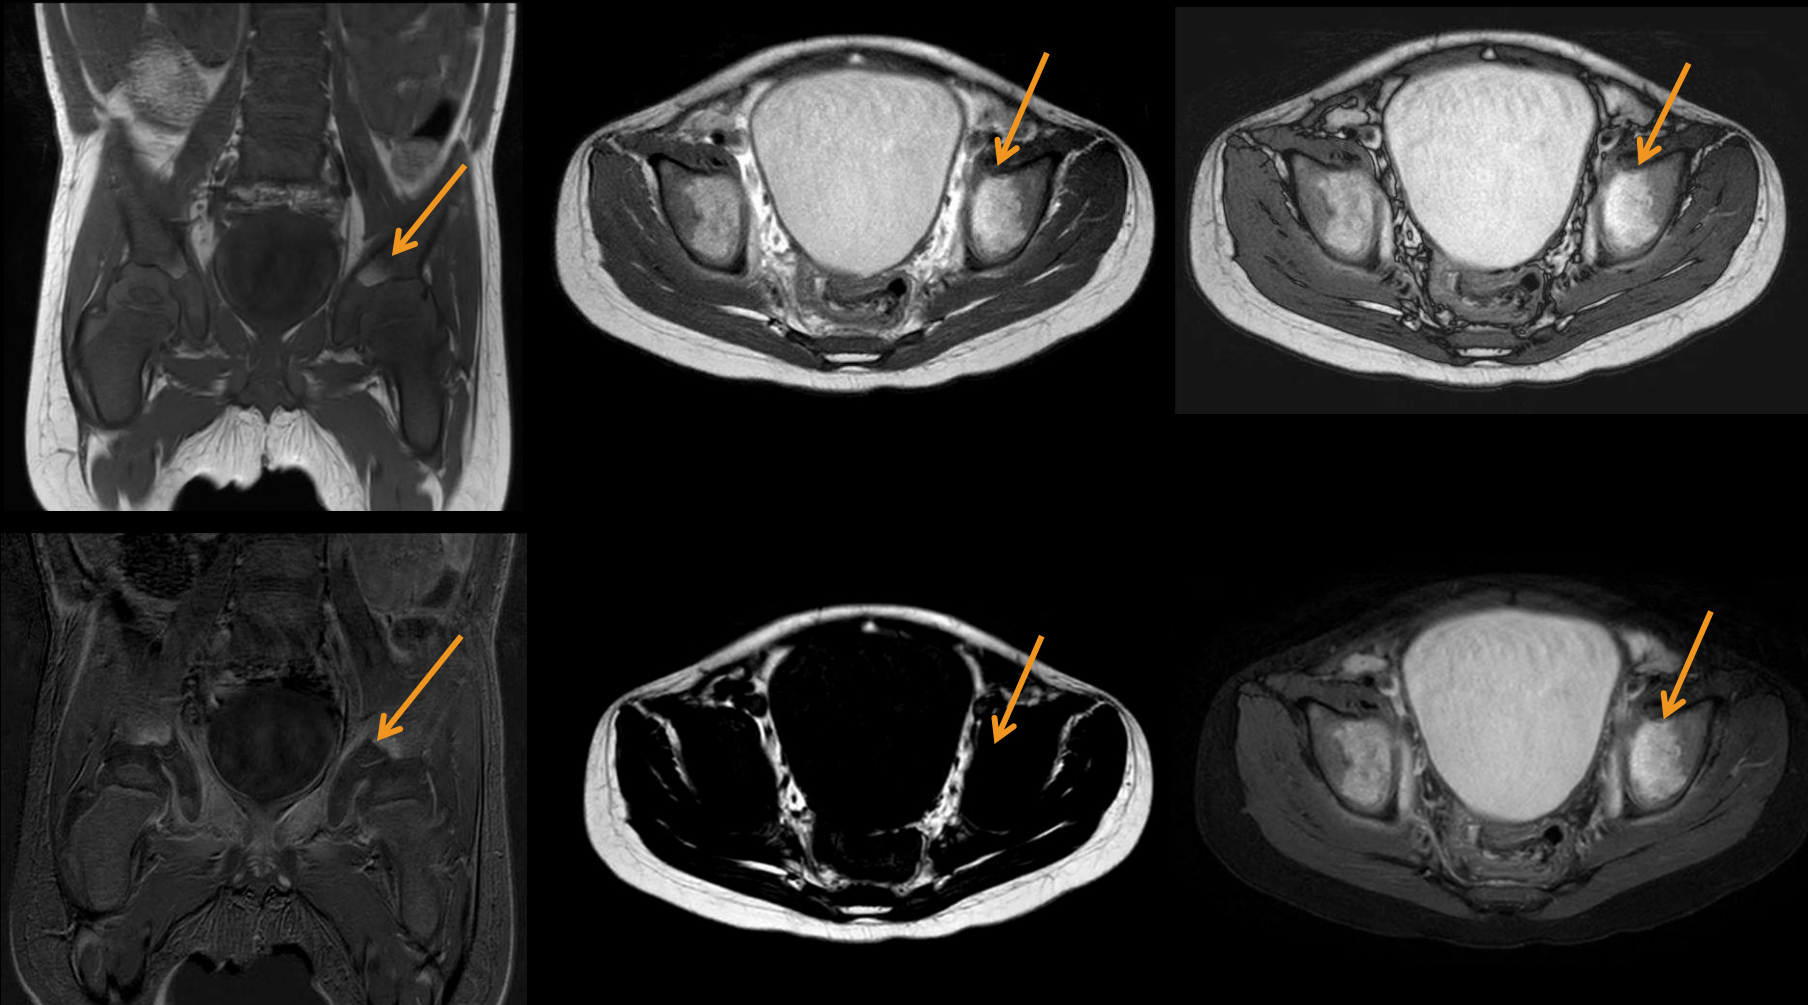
Infartos óseos hemorrágicos subagudos en paciente de 1 año y 7 meses con enfermedad de células falciformes. RM con secuencias T1 precontraste y técnica de sustracción coronales y T2 DIXON axial. Se evidencian en ambos huesos iliacos áreas parcheadas de hiperseñal en T1 y T2 que no muestran caída de señal en fase opuesta ni contenido graso. Presentan ausencia de realce tras administración de contraste. Además, se observa reemplazo de la totalidad de la médula por médula ósea hematopoyética en secuencias T1.
